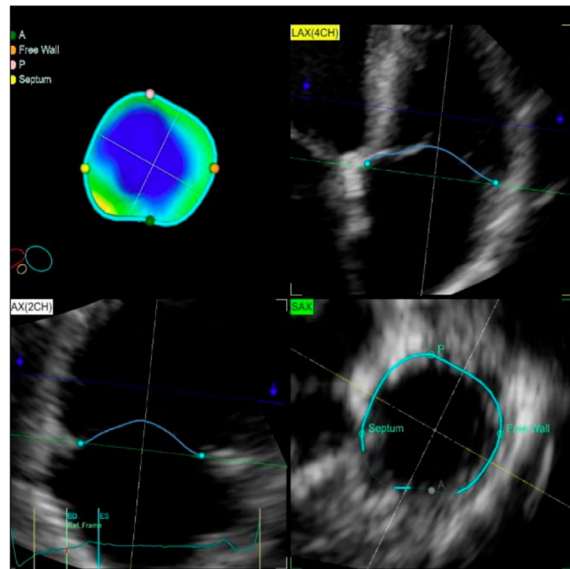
Three-dimensional TV echocardiographic measurements.
